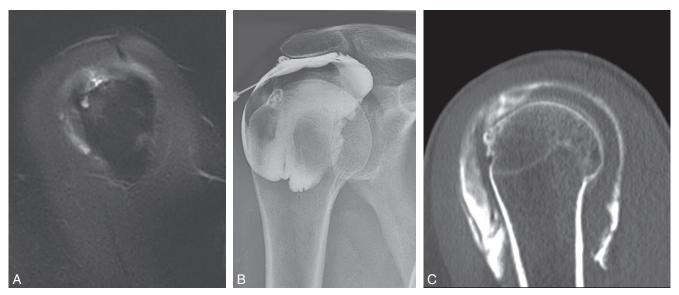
a-c. La coupe d'IRM sagittale T2 fat sat montre un hypersignal modéré qui ne paraît pas transfixiant : tendinose ou rupture partielle sur le versant profond du tendon supraépineux? Lors de l'infiltration de la bourse sous-acromio-deltoïdienne, passage du contraste à travers le tendon. La coupe sagittale de bursoscanner montre une rupture transfixiante du supraépineux. L'IRM peut être prise en défaut pour différencier ruptures transfixiantes, partielles de simple tendinose.
